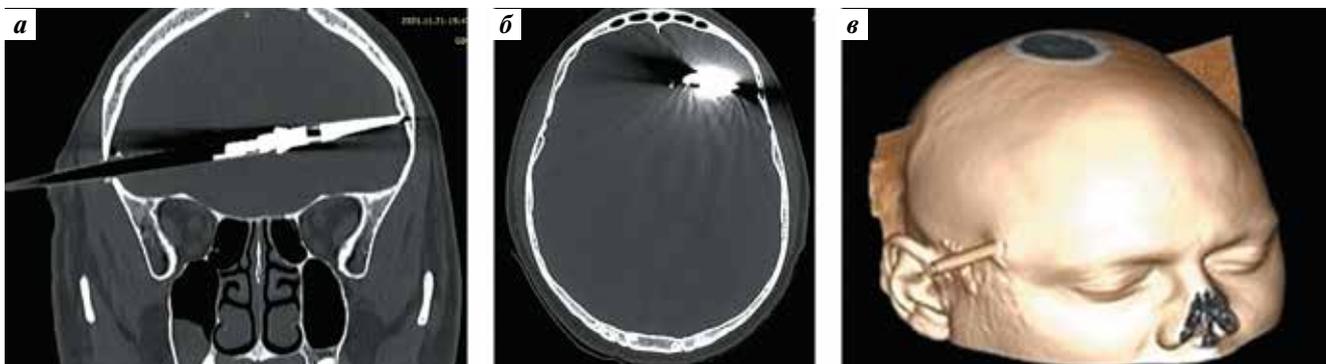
Компьютерная томография пациента Н. при поступлении: а — фронтальная проекция: наконечник стрелы у внутренней пластинки лобной кости; б — аксиальная проекция; в — 3D-реконструкция
